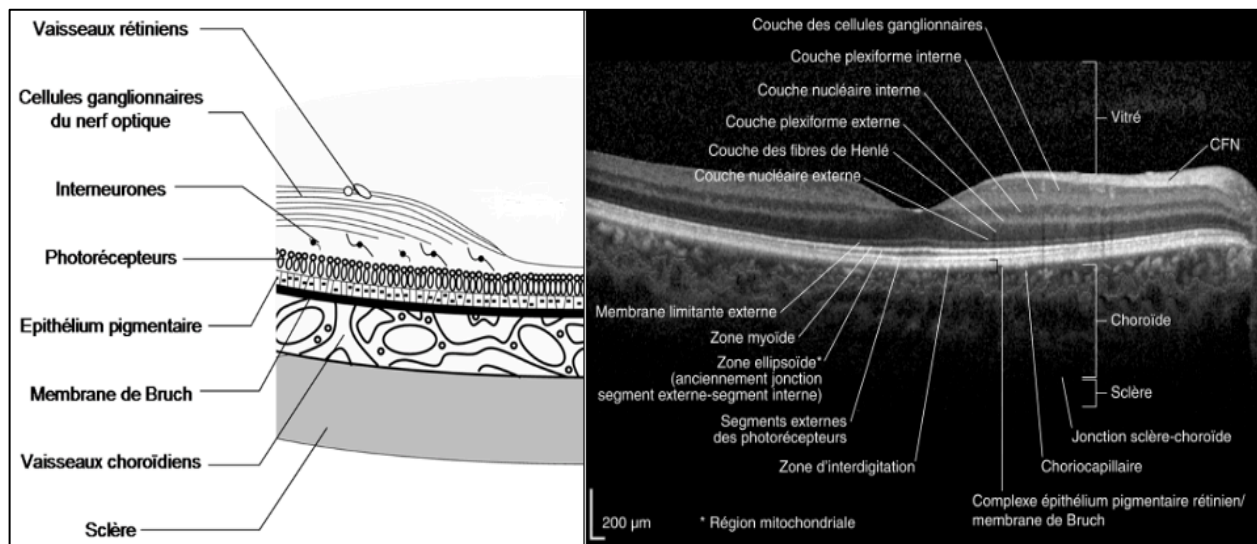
Organisation en couches de la rétine et correspondance en Tomographie en Cohérence Optique (technique non invasive d'imagerie en coupes de la rétine).
